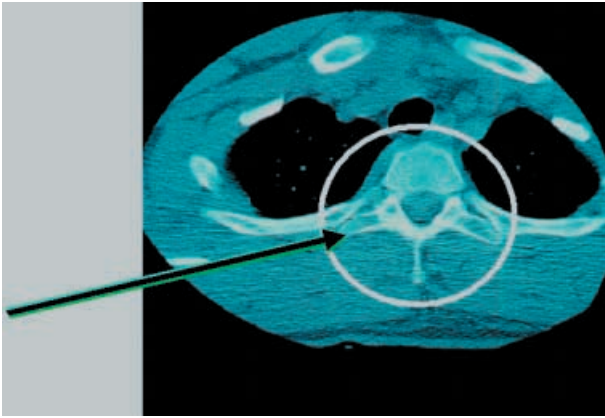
◀ Erforderlicher Zoombereich für ein Navigations-CT an der thorakalen Wirbelsäule
